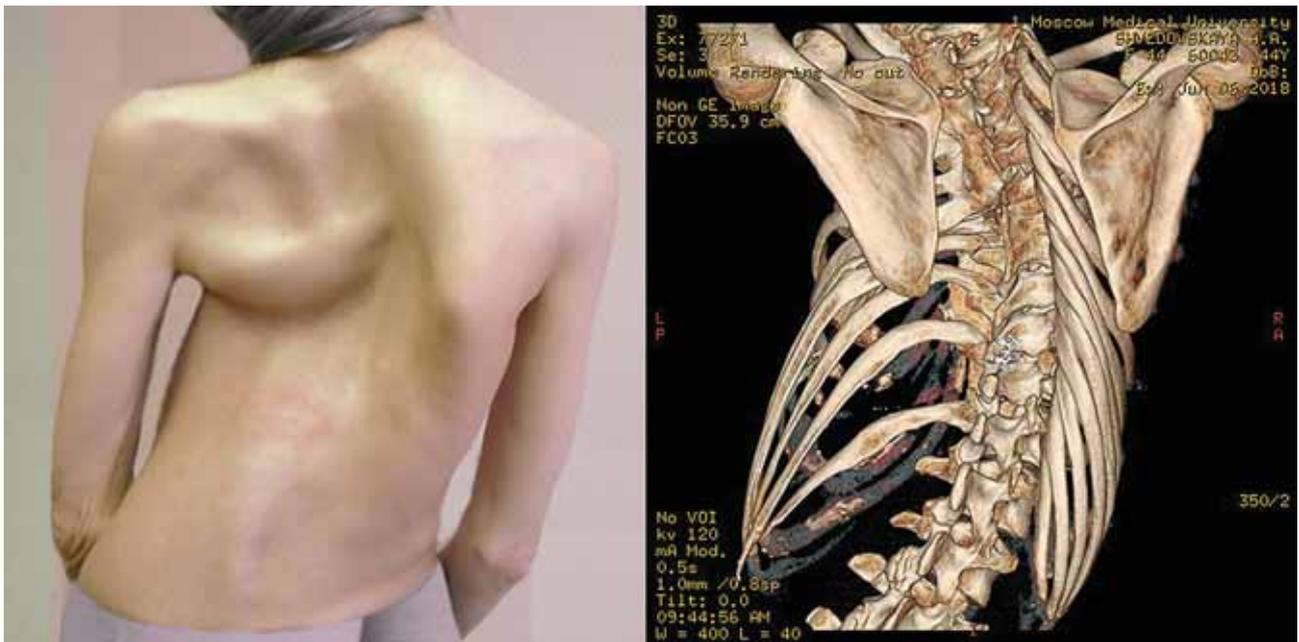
Компьютерно-томографическая реконструкция позвоночника в 3D-формате (2018)
